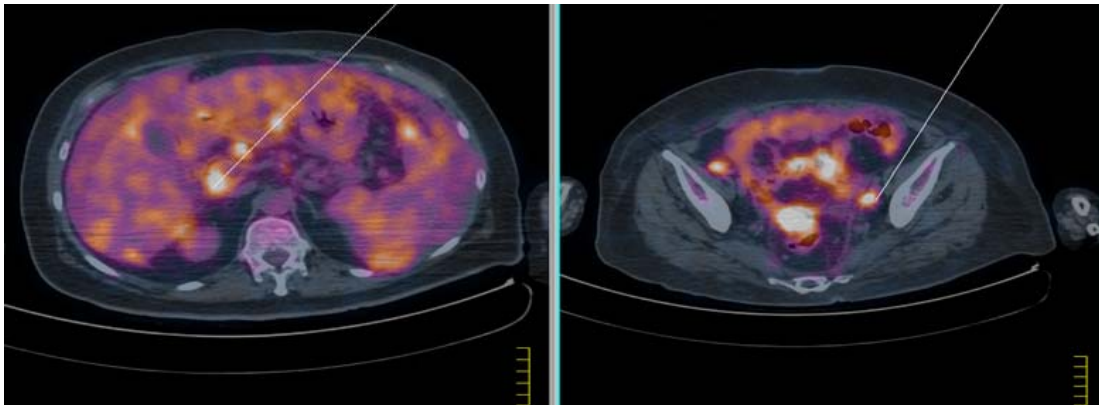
PET-CT paciente Y0079T007. Observa-se a presença de múltiplas áreas de concentração anômala do ^{18}F -FDG na topografia abdominal e pélvica, correspondendo a massa pélvica com SUV de 3,36 a 5,10; a carcinomatose peritoneal com SUV=6,84 e ainda múltiplos implantes perialças e perihepáticos com SUVs de 2,85 até 6,24. As áreas de concentração anômala do ^{18}F -FDG observadas corespondem a sítios de atividade metabólica celular anormal local (lesões em atividade).
